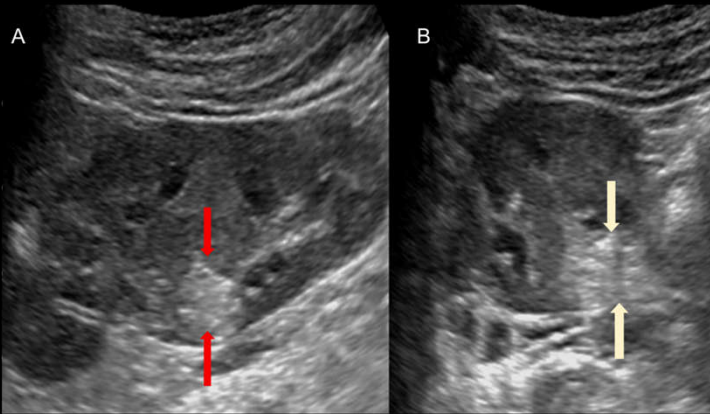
Pseudomass. 3-year-old asymptomatic girl. Sagittal (A) and axial (B) sonogram of the left kidney shows a hyperechoic focal lesion which is actually extension of the fatty tissue of the perirenal fat into the hilum.
